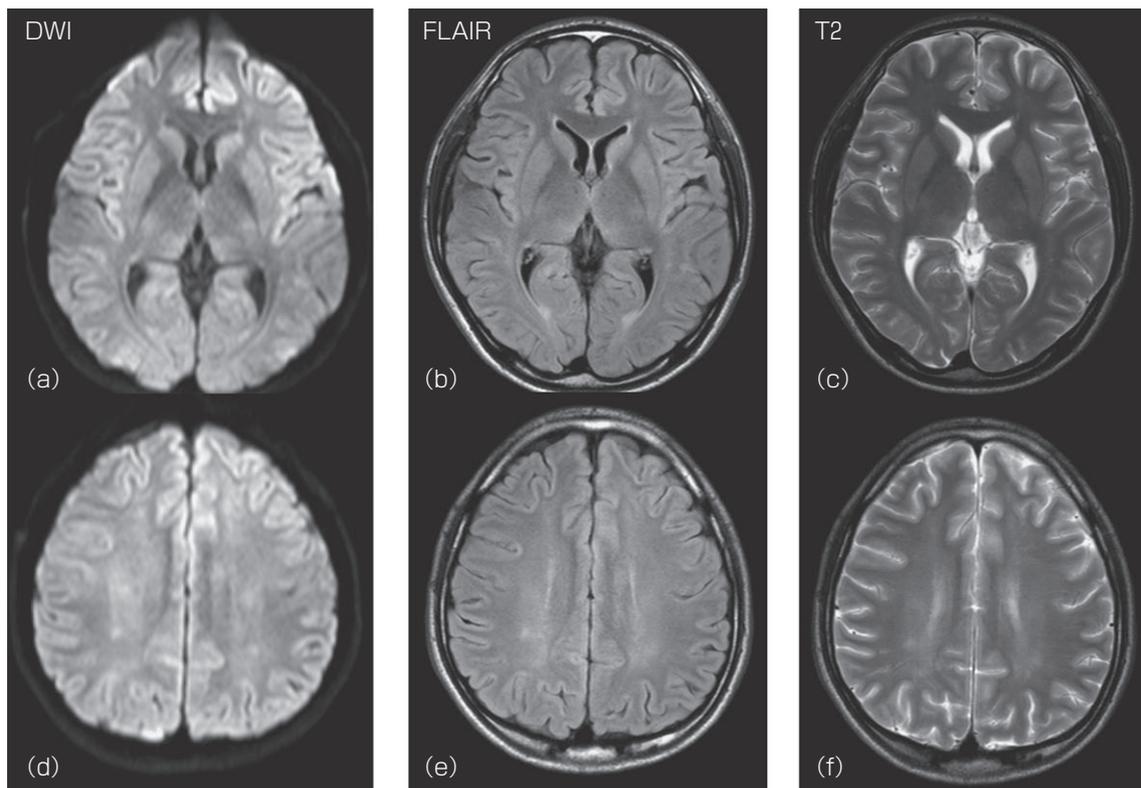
Head MRI findings on day 16
